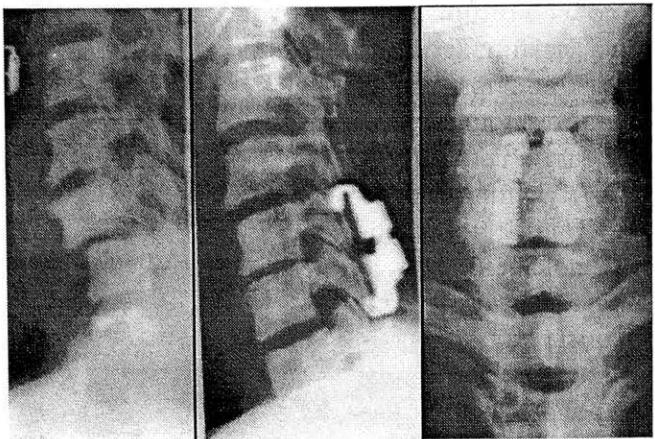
Рентгенограммы позвоночника больного с двусторонним сцепившимся вывихом С5 позвонка до операции и после интерламинарной фиксации конструкциями фирмы «Медбиотех».
